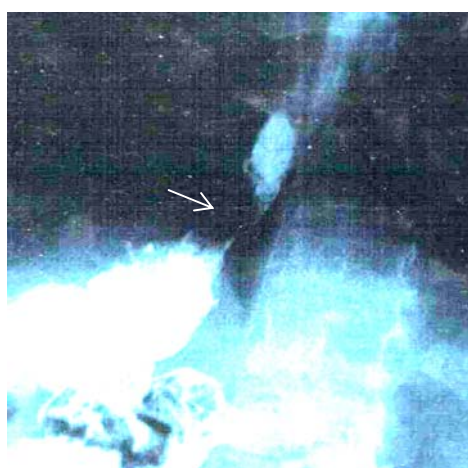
Левосторонняя рентгенограмма пищевода и желудка во время глотания водной взвеси сернокислого бария. Створка клапана указана стрелкой.
